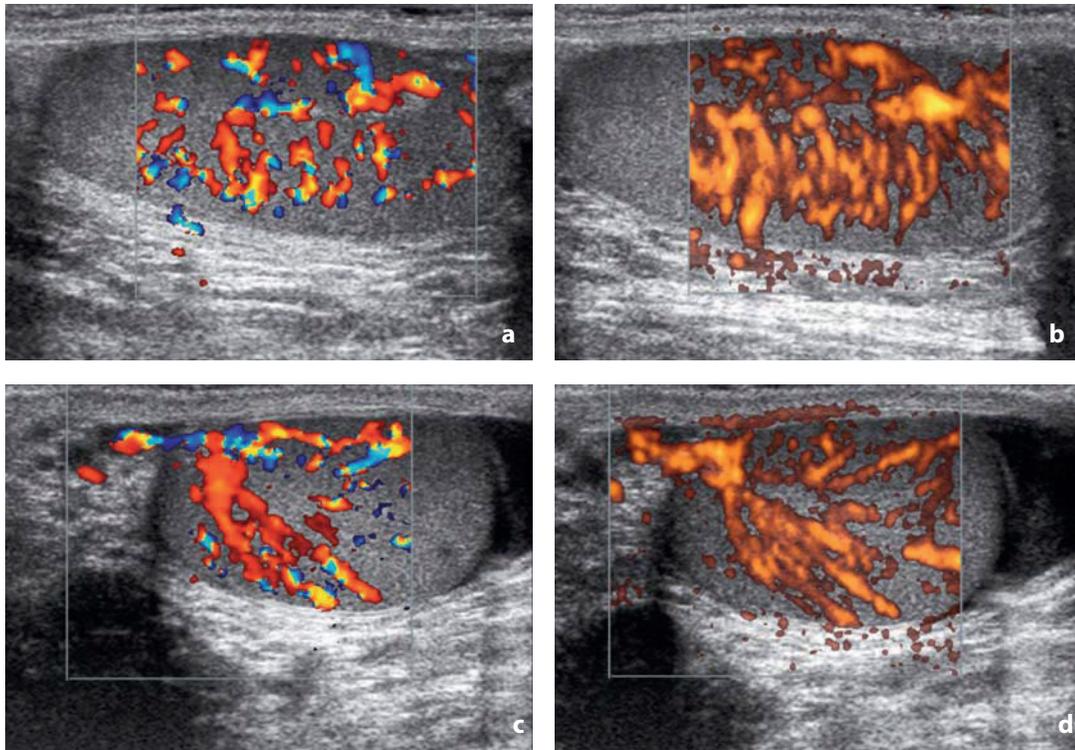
Color e power-Doppler. Vascolarizzazione del testicolo normale. a-b Scansioni longitudinali. c-d Scansioni trasversali. Sono poste a confronto le immagini ottenute con tecnica color (a, c) e power-Doppler (b, d)
